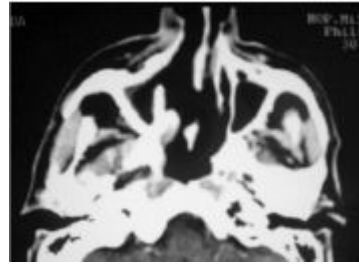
TDM de contrôle montrant l'absence de résidu tumoral.
